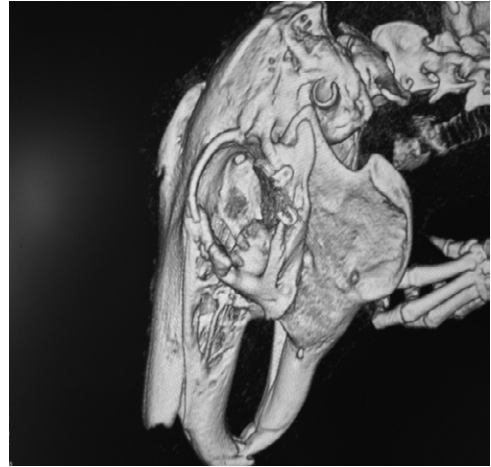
КТ орбиты кролика, 3D-реконструкция на 120-е сутки после имплантации титановой конструкции со щелевидными перфорациями
